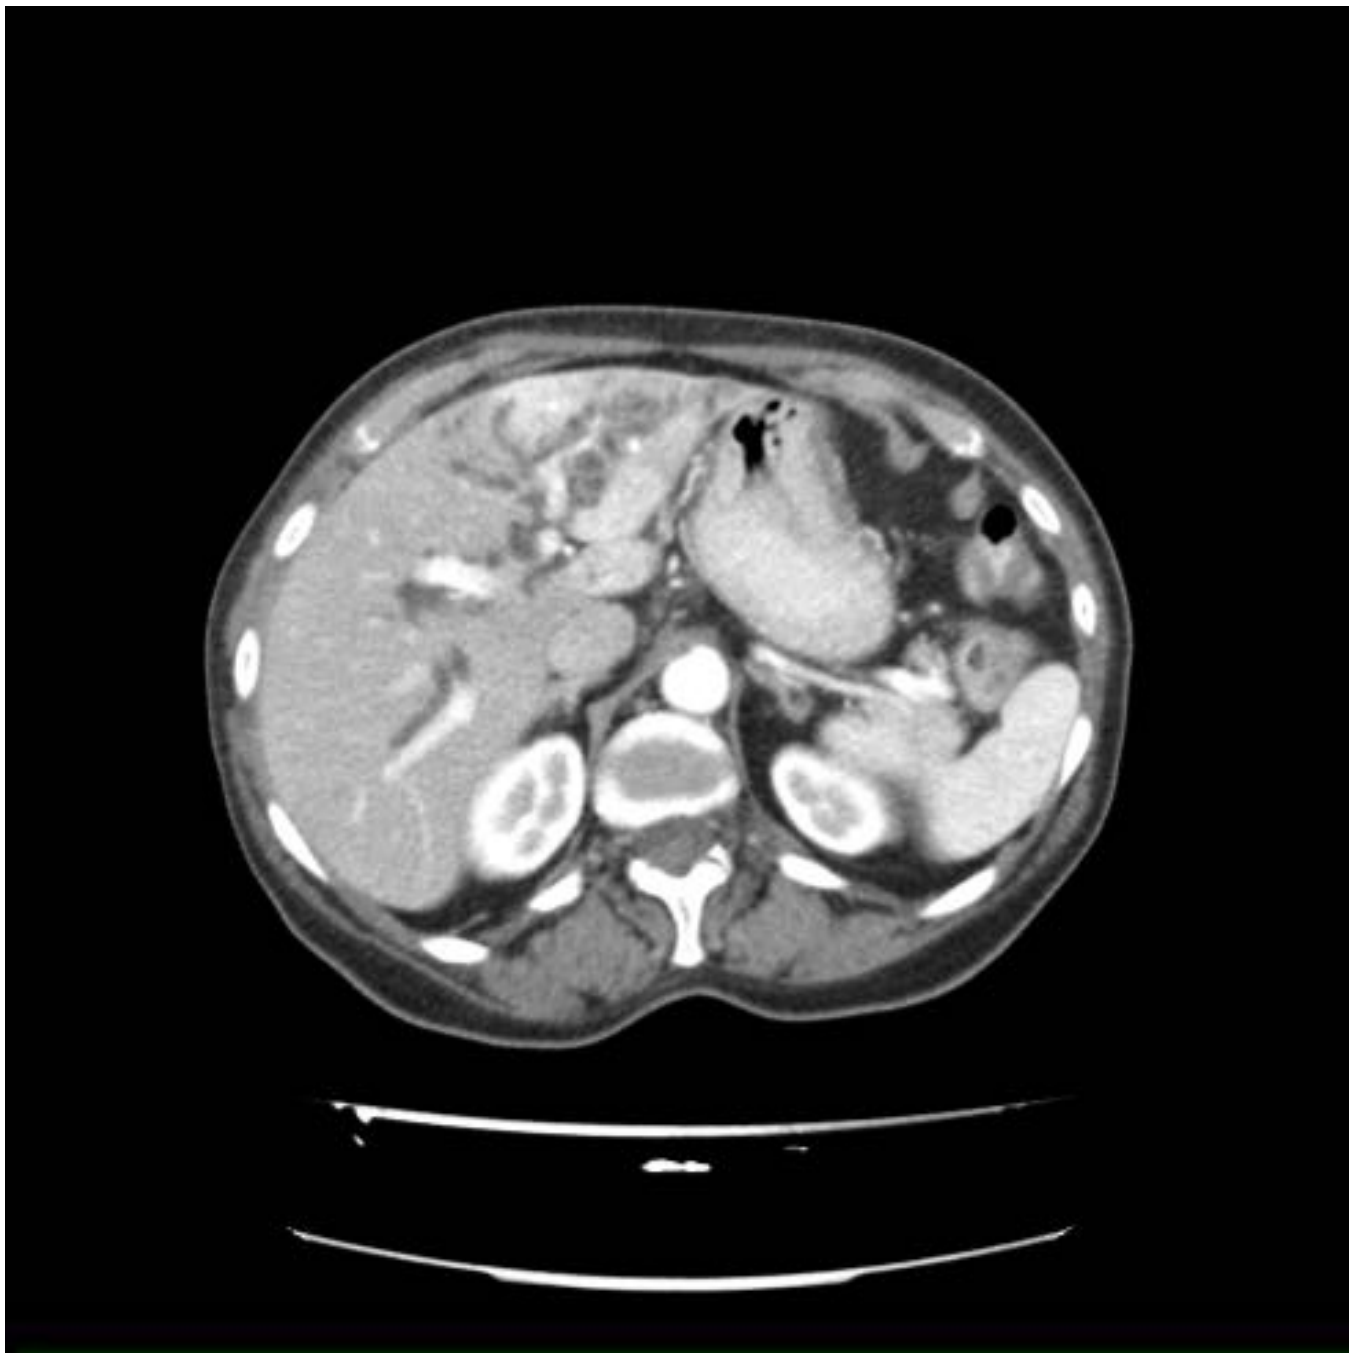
Mujer de 57 años edad. Se aprecia dilatación de la vía biliar intrahepática en forma focal en lóbulo hepático derecho en ecografía. Se amplía estudio con TC abdomino-pélvico con CIV fase venosa portal. Masa hipodensa heterogénea en el segmento VII (flecha roja), adyacente a la rama portal derecha con dilatación de la vía biliar en la región posteroinferior del LHD (flechas amarillas). Colangiocarcinoma formador de masa.
